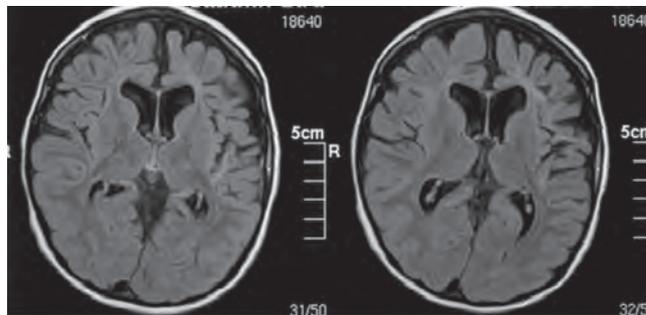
Магнитно-резонансная томография головного мозга пациента Б. Признаки субатрофии серого вещества головного мозга в лобных долях, смешанная гидроцефалия
